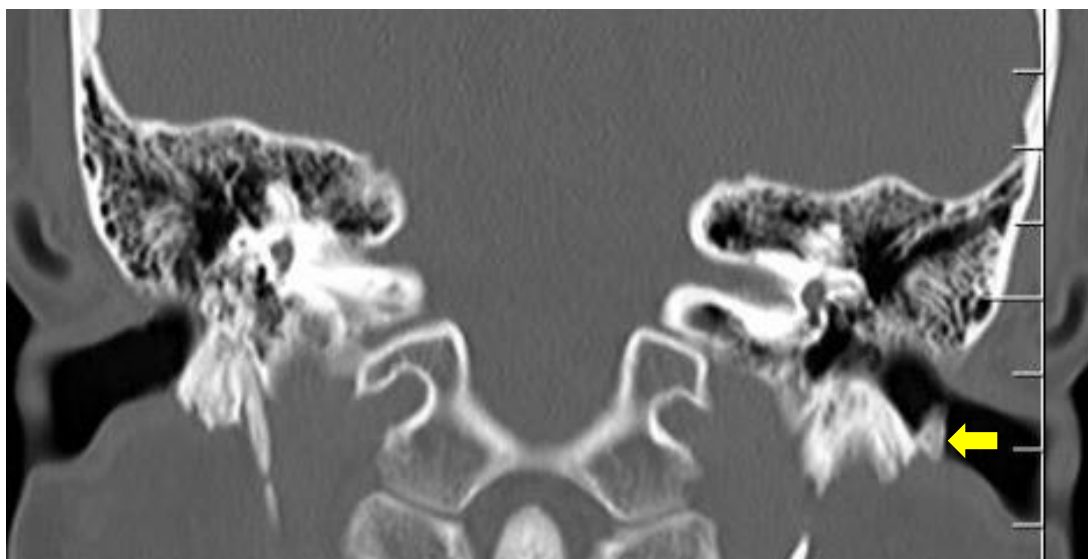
Tomografia computadorizada de ouvido – Corte coronal em topografia do ouvido, evidenciando formação óssea pedunculada em parede inferior do CAE (seta Amarela) que confere uma redução significativa na luz do canal.
